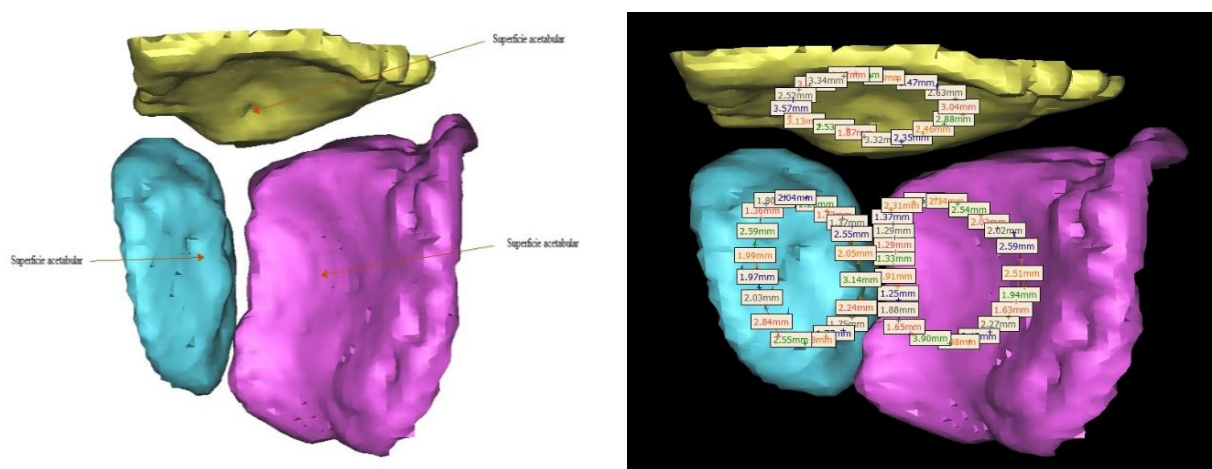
Limpieza de la tomografía, para la medición de la superficie acetabular por medio del software. Creación de Puntos y Líneas. Medición de la superficie acetabular
